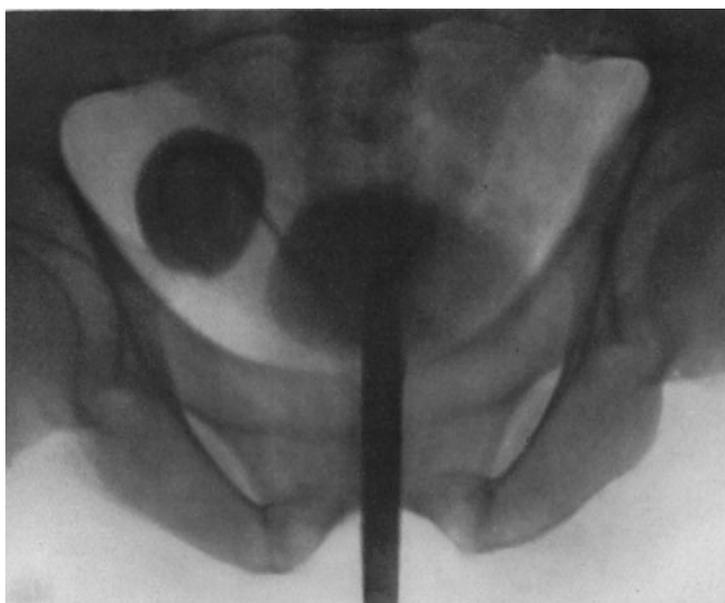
Derselbe Fall. Röntgenaufnahme nach Füllung mit Bromnatrium.
